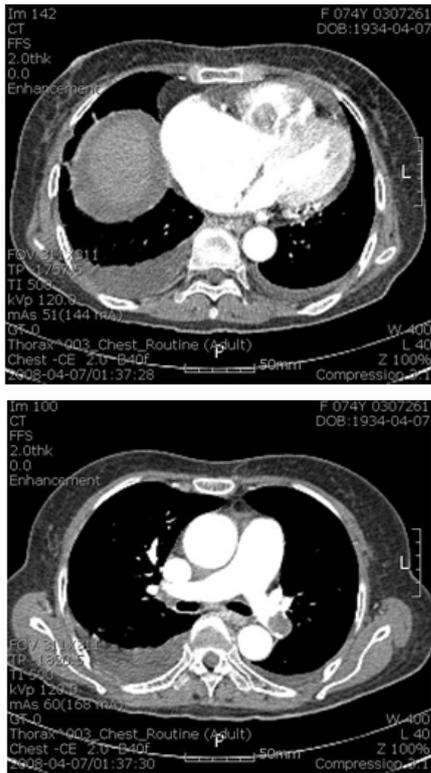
Chest CT reveals a thrombus in left main pulmonary artery and a round shaped large thrombus in right ventricle.
